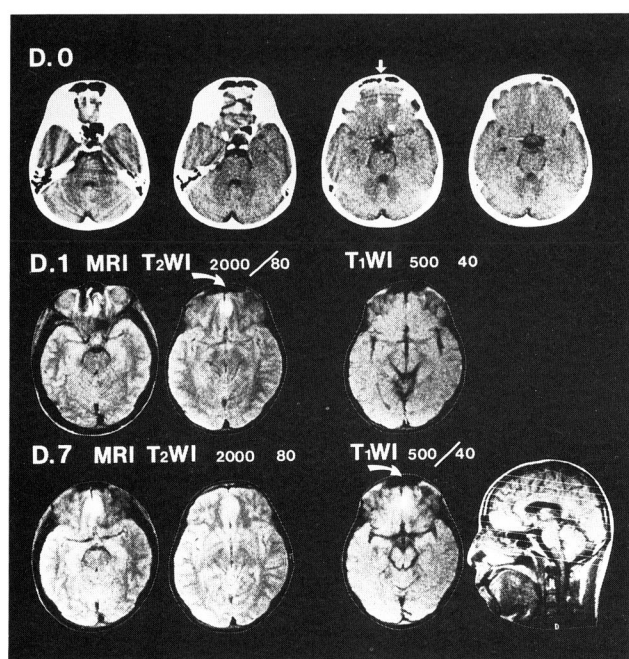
Case 1 : CT scan demonstrated subarachnoid hemorrhage in the interhemispheric fissure, but a lesion of the frontal lobe base was not clear because of bony artifact on Day 0. T2 weighted image revealed high intensity area in the bilateral frontal lobe base, but T1 weighted image did not demonstrate those lesions on day 1. Both T1 weighted image and T2 weighted image on day 7 demonstrated those lesions as high intensity area indicating intracerebral traumatic lesions with hemorrhagic component, but those lesions were not shown on serial CT (not presented).
